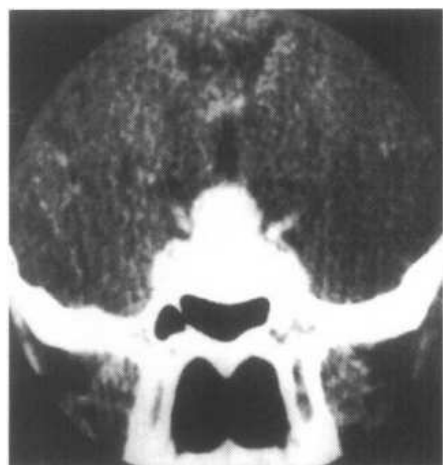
垂体腺瘤 CT 冠状增强图像，垂体瘤向鞍上和两侧鞍旁生长，肿瘤均匀显著强化
